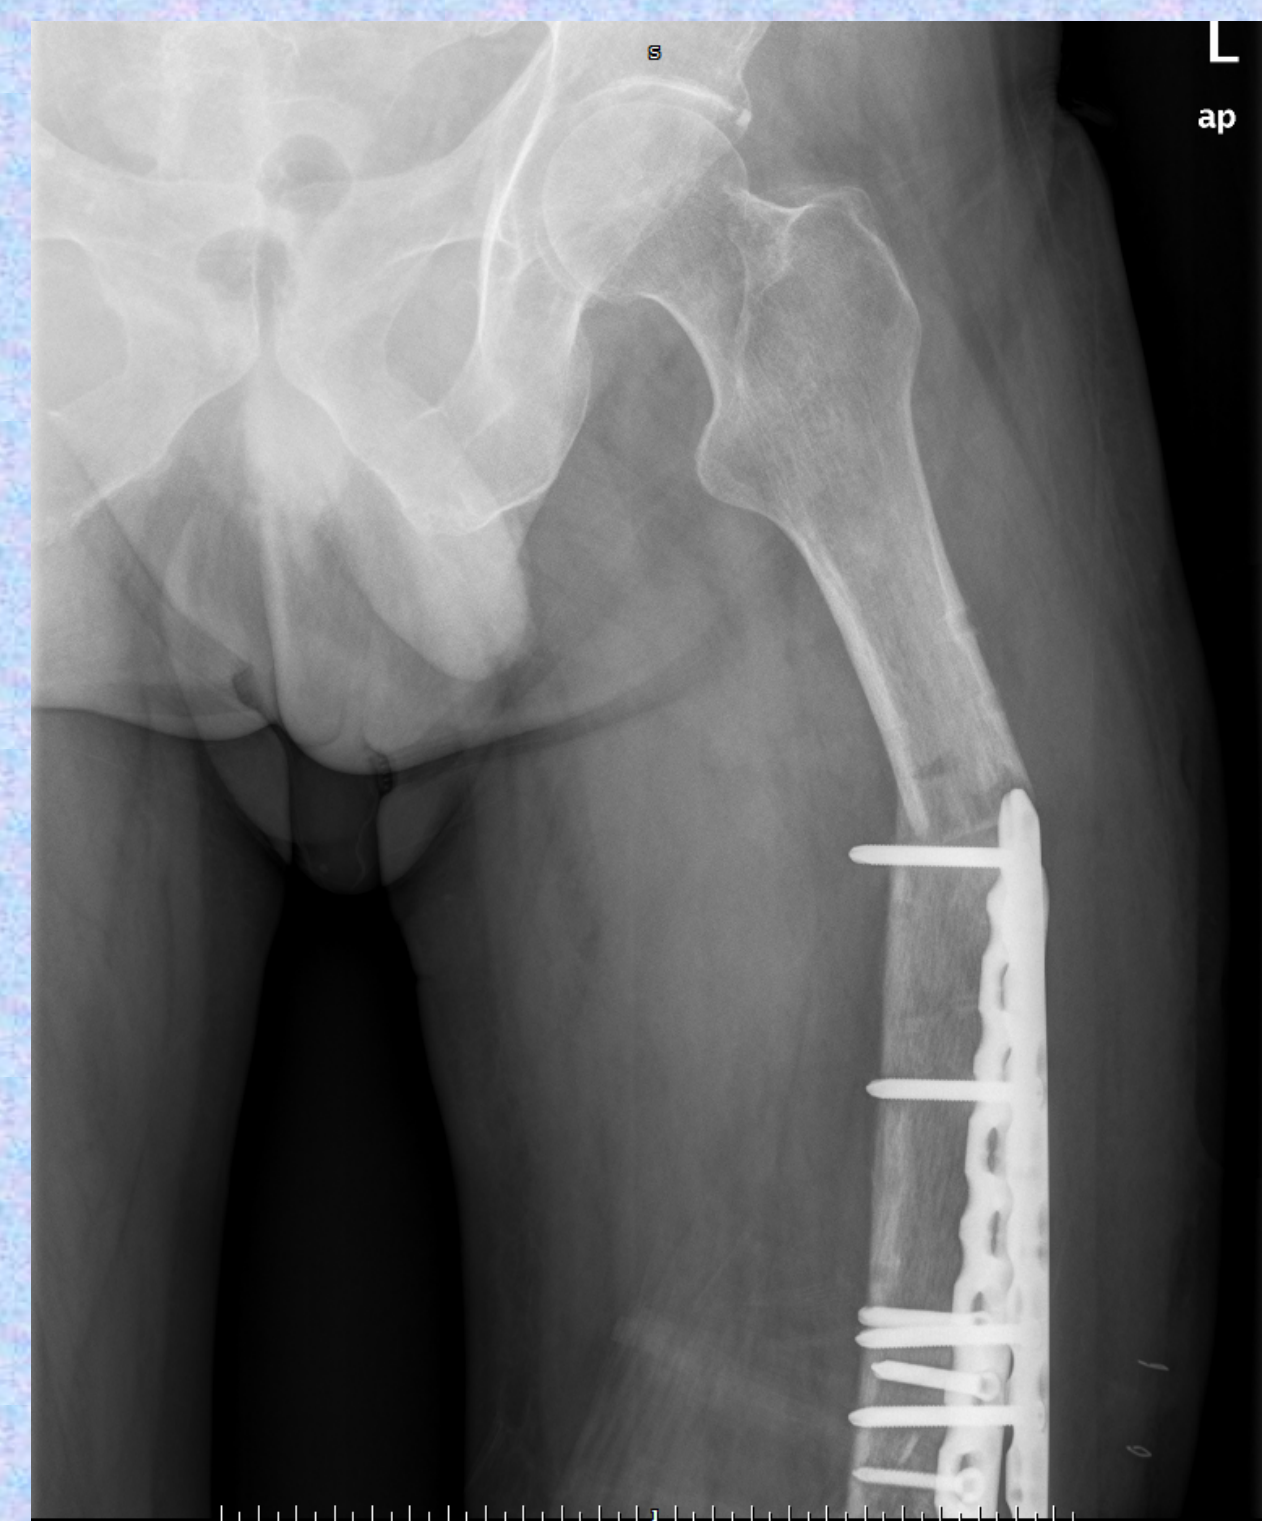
Radiografía anteroposterior y lateral fémur en la que se visualiza fractura periimplante.
